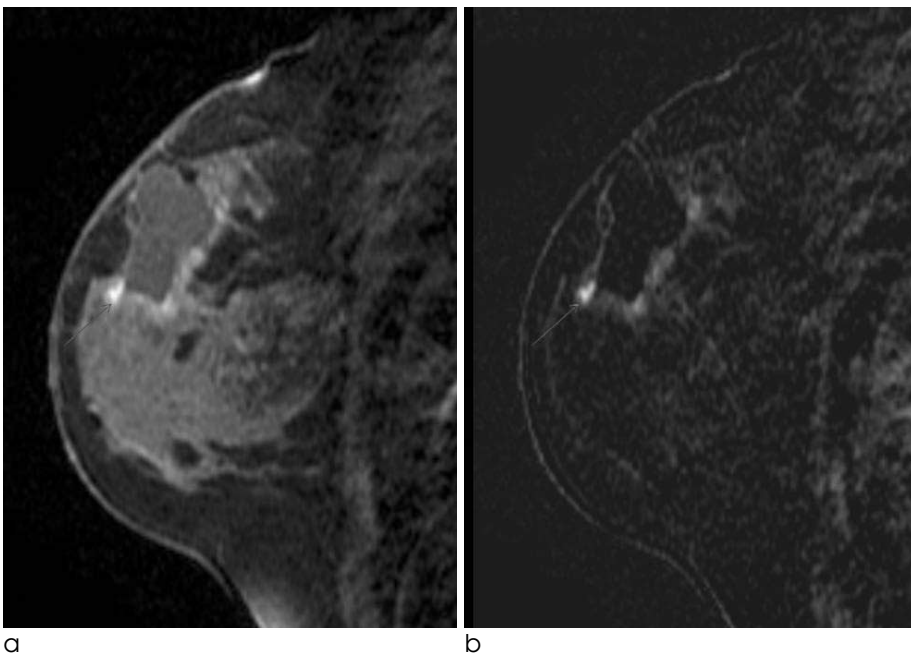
46-year-old woman with true-positive findings of marginal remnant malignancy on MRI. MRI was performed 22days after excisional biopsy.
